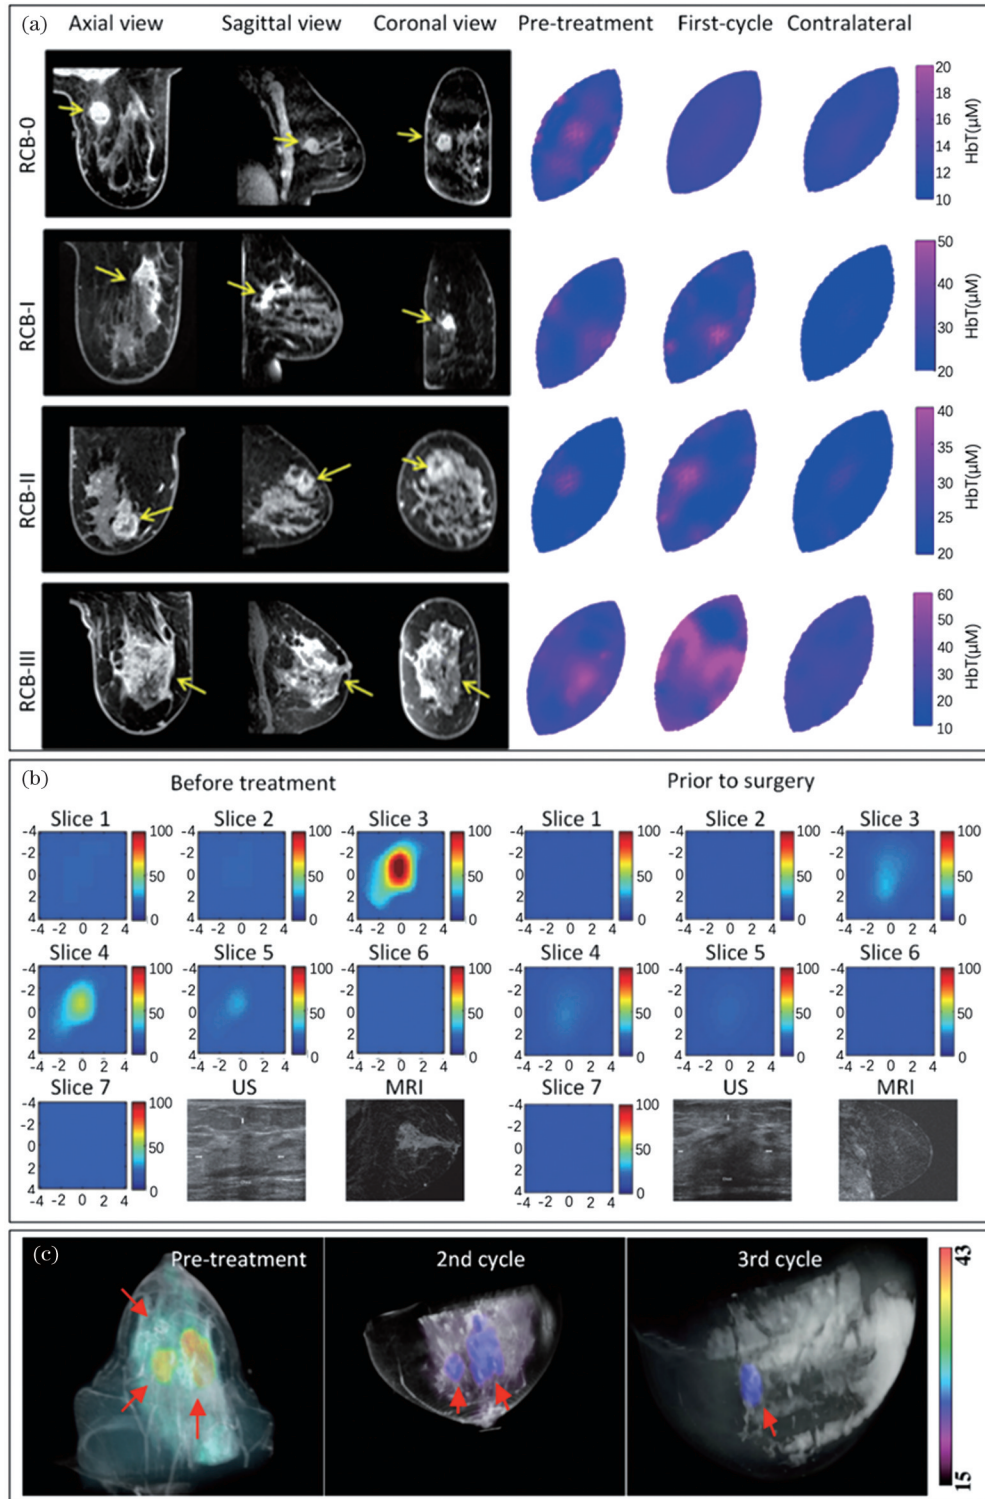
利用 NIRST 系统进行新辅助化疗疗效监测。(a) 利用 NIRST 系统进行 NAC 预测^[46]; (b) 利用 US/NIRST 系统进行 NAC 预测^[66]; (c) 利用 MRI/NIRST 系统进行 NAC 预测^[86]
